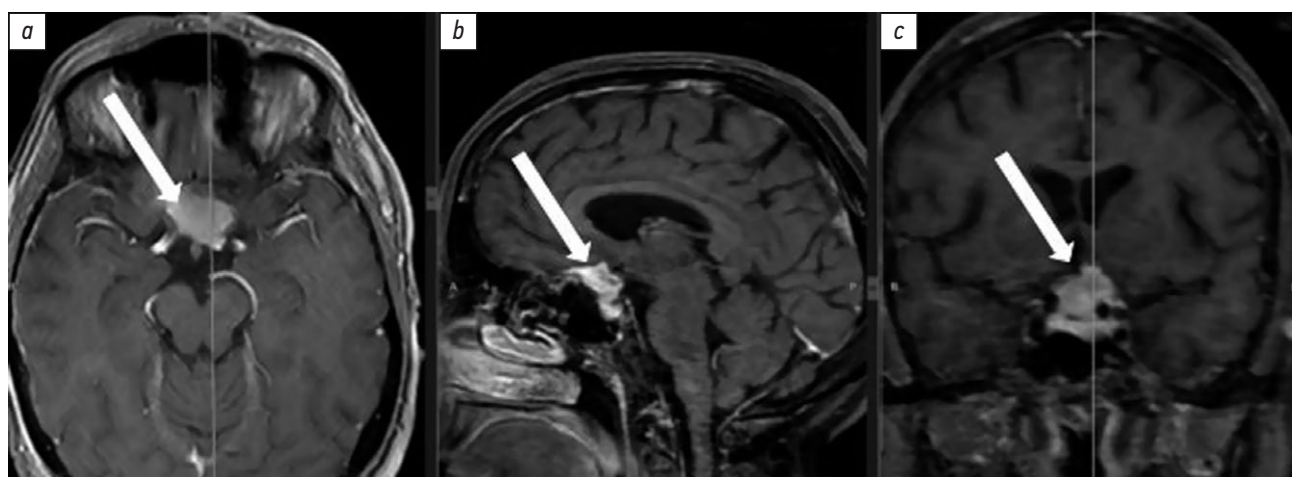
Магнитно-резонансные томограммы с контрастным усилением пациентки с менингиомой бугорка основной кости: *a* — аксиальная проекция; *b* — сагиттальная проекция; *c* — коронарная проекция; белой стрелкой указана менингиома.
